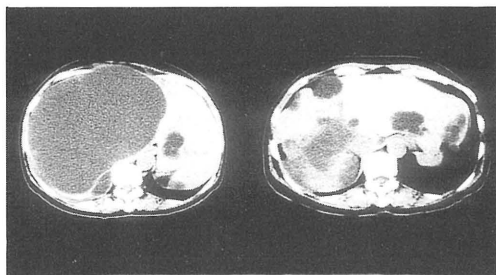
Abdominal plain CT showing a massive hepatic cyst, 25 cm in diameter, occupying the whole right lobe of the liver (left) accompanying multiple cysts in liver and kidneys. The massive hepatic cyst has been kept a minimum size for ever 120 days after the reduction therapy(right).
